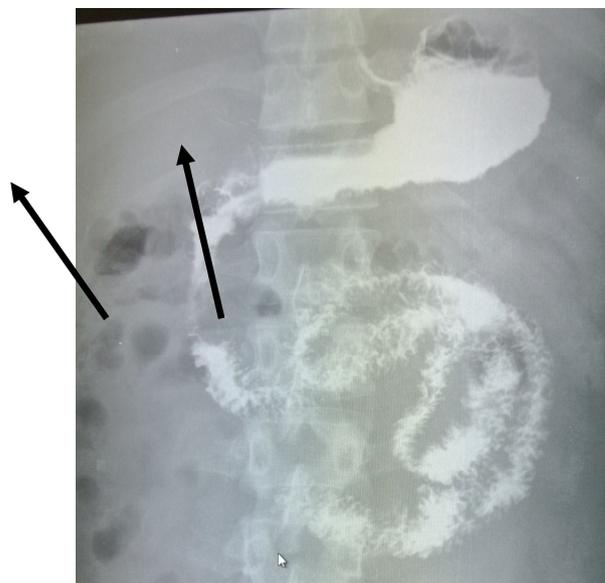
Рентгенологическое исследование желудка пациента В., 28 лет: сужение просвета тела, синуса, выходного отдела желудка
